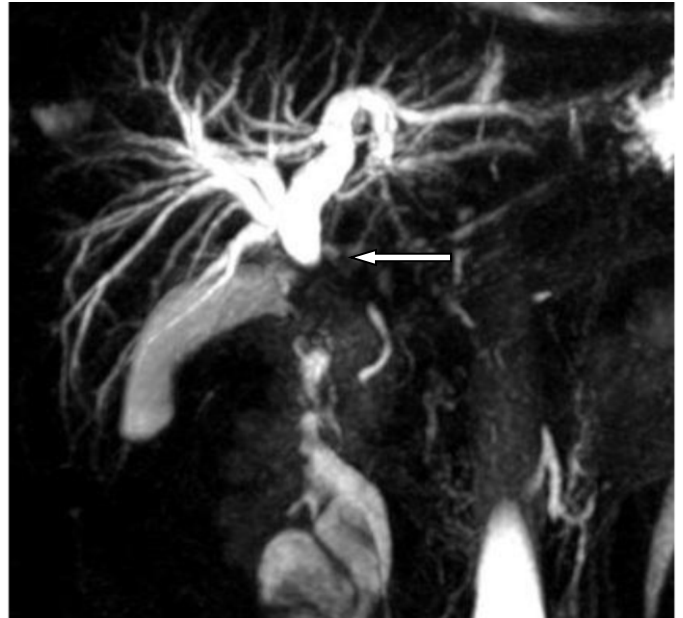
Imagen de colangioresonancia nuclear, se observa gran dilatación de vías biliares intra y extra hepáticas y obstrucción a nivel del conducto hepático común
